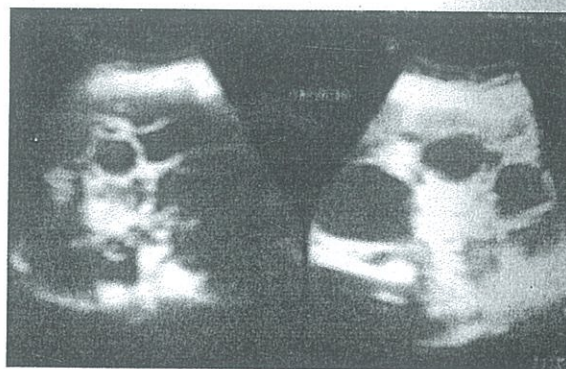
Ecografía hepática.
